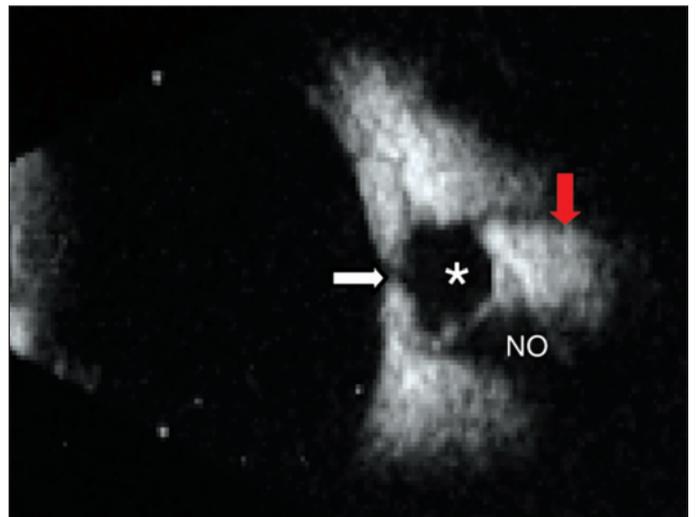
Ecografia B com sonda de 20 MHz (corte transversal horizontal de mácula) - anel escleral (seta), recuo do nervo óptico (NO), espaço retrobulbar contendo opacidades de baixa refletividade compatíveis com vítreo hemorrágico no espaço interpial (asterisco), e edema ou hemorragia na bainha do nervo óptico (seta vermelha)
